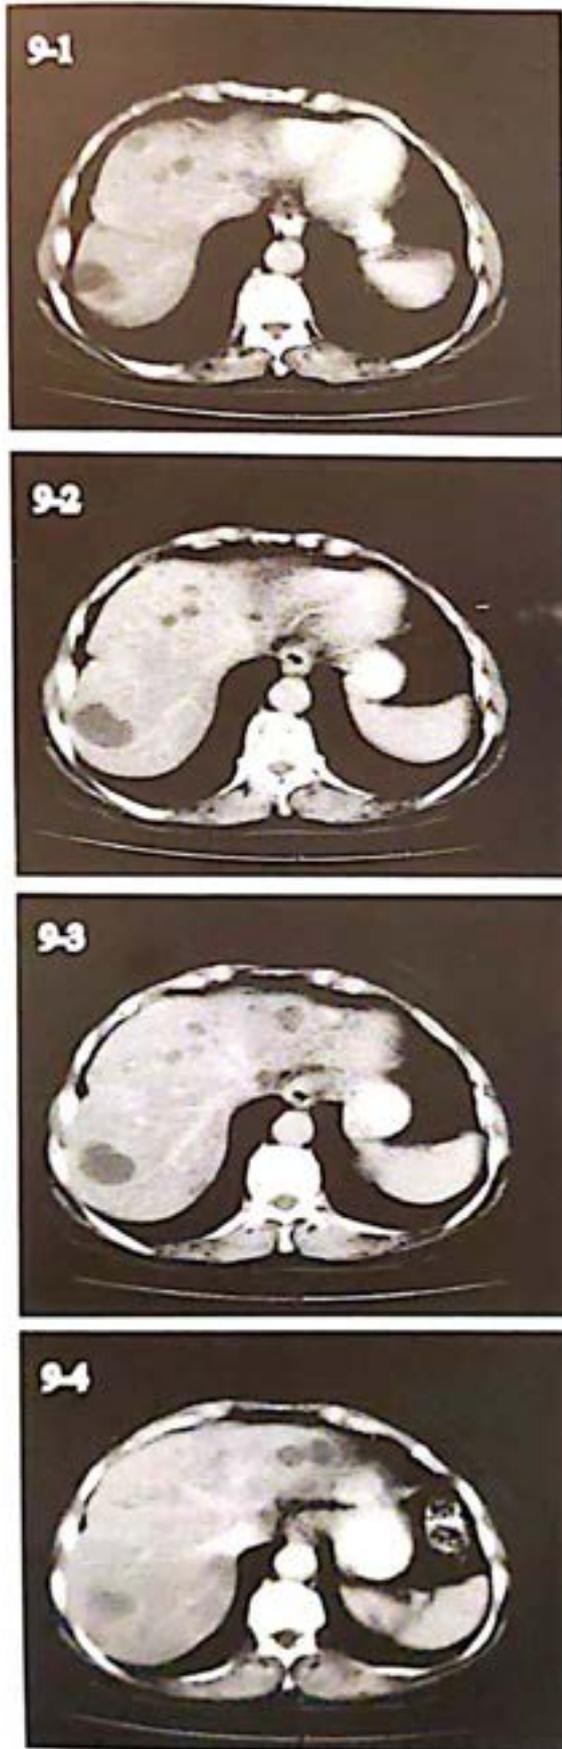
(1-2-3-4) TAC Caso M:V:V: 35,142
